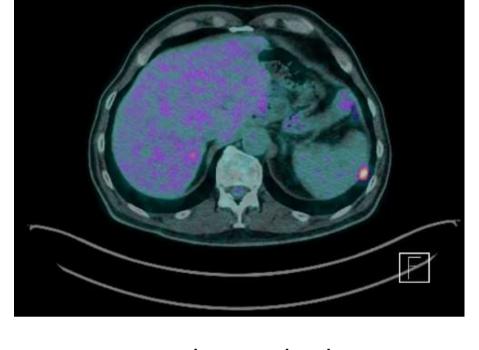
PET/TAC 29/06/2017 nódulo hipermetabólico que sugiere la presencia de tejido tumoral viable
